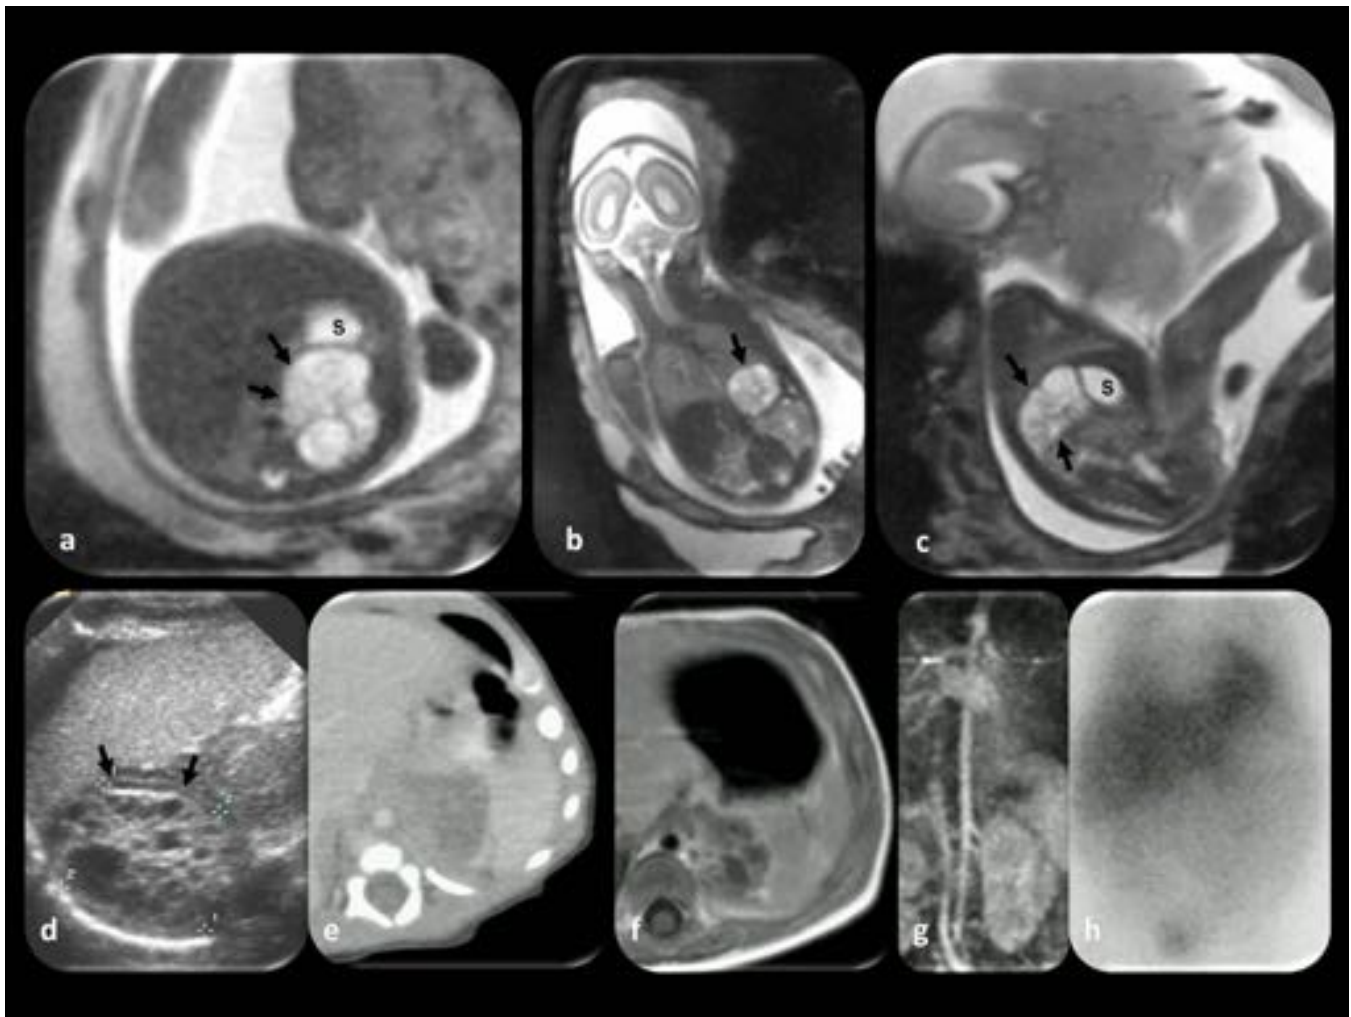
Secuestro extralobar infradiafragmático. Feto de 23 semanas de gestación. (a, b y c) Imágenes RM: masa heterogénea (flechas negras) en el hemiabdomen izquierdo, entre el diafragma y el estómago (s), por encima del riñón. Esta masa se observa en todos los estudios de imagen postnatal. (d) La glándula suprarrenal es normal (flecha) y el estudio MIBG fue negativo. El bebé estaba asintomático y los valores de las pruebas de laboratorio fueron normales, por lo que se descartó un neuroblastoma.
